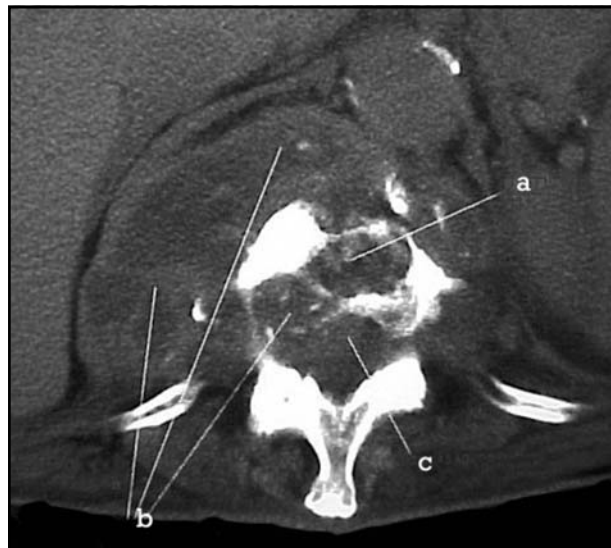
Tomografia computadorizada axial notar a destruição do corpo de T12 (a), o extenso abscesso paravertebral (b) e invasão do canal medular (c).
